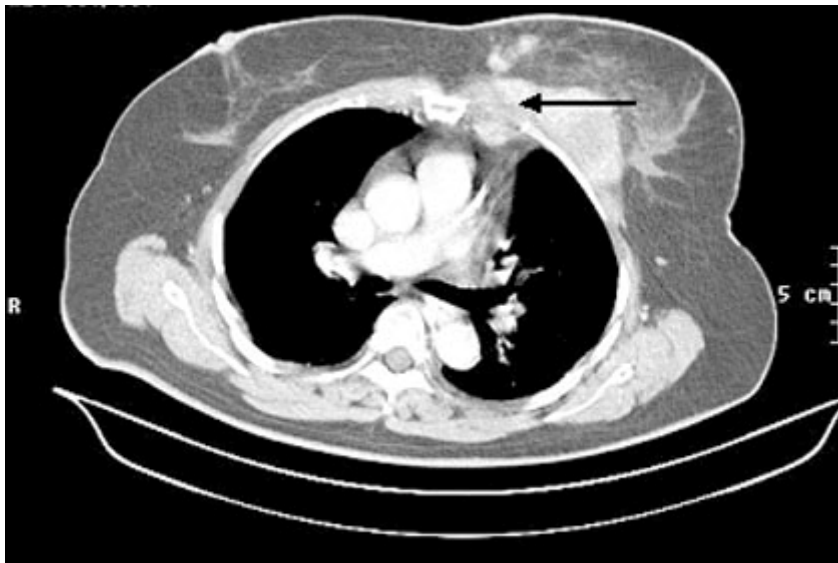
Tomografía contrastada.
